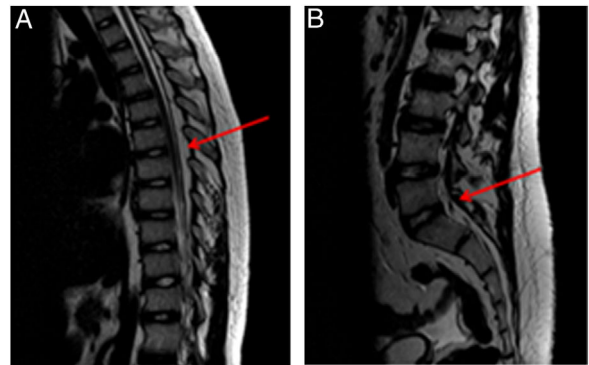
Resonancia magnética de columna que muestra aumento de la grasa epidural (lipomatosis epidural) que condiciona una estenosis del canal raquídeo dorsal (1A) y lumbar (1B). Mayor compromiso de espacio en el segmento L4-S1 (1B), con posible componente asociado de estenosis congénita del canal lumbar.
